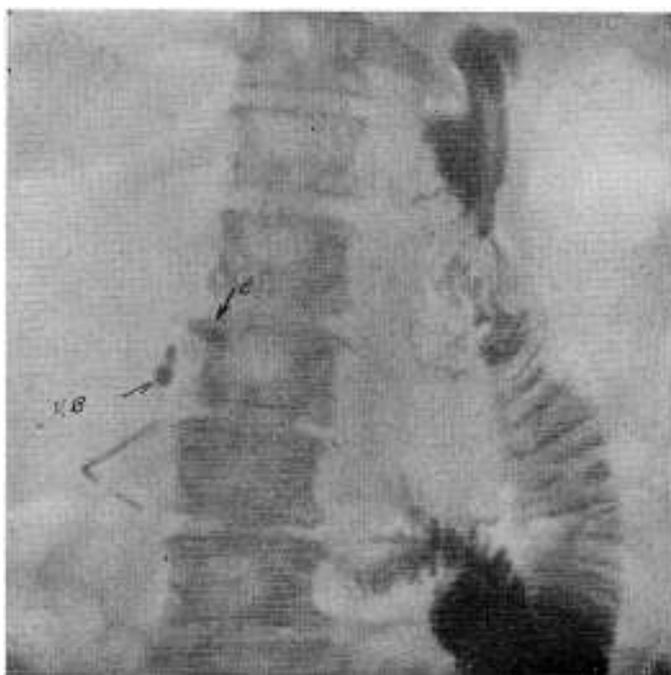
Radiografía de conjunto. Vía digestiva y biliar totalmente evacuada.
